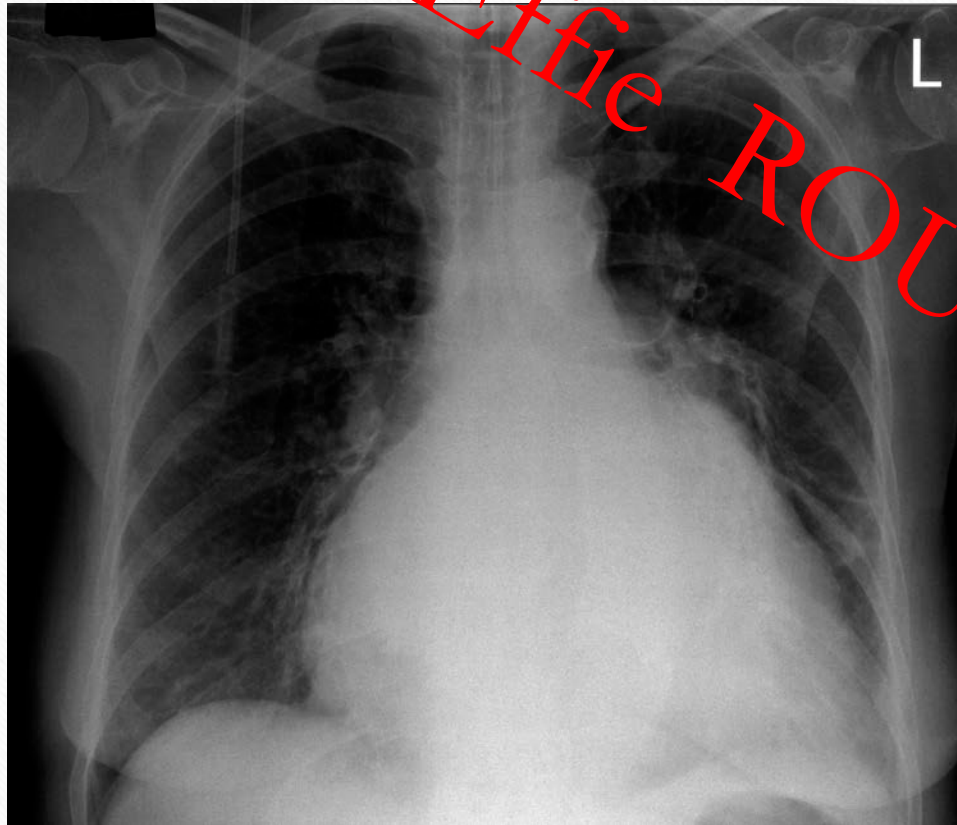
A preoperative chest radiograph shows massive cardiac megalay and pleural fluid in both sides of the thorax.
